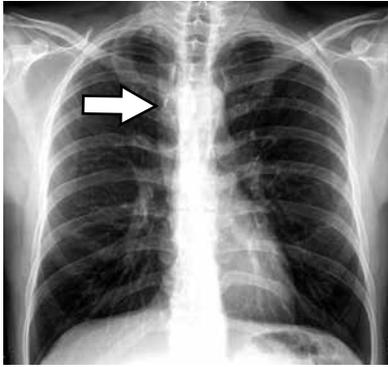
Error cometido durante la observación, categoría Estado de ánimo. En esta radiografía PA de tórax se ve el cayado aórtico derecho (flecha). La radiografía es interpretada como normal. El paciente es una persona joven y sana que está en chequeo ejecutivo. La certeza de que no se va a encontrar nada impide la evaluación adecuada de la radiografía.
